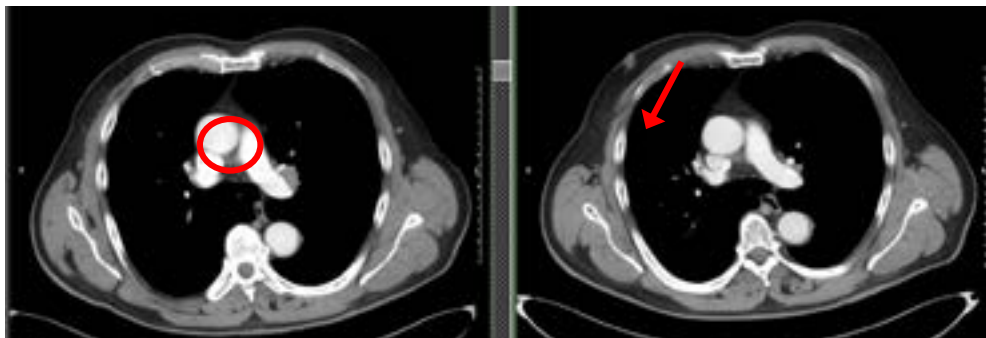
Respuesta completa de adenopatía hilar izquierda (TC 06/2021 vs TC 09/2021)
